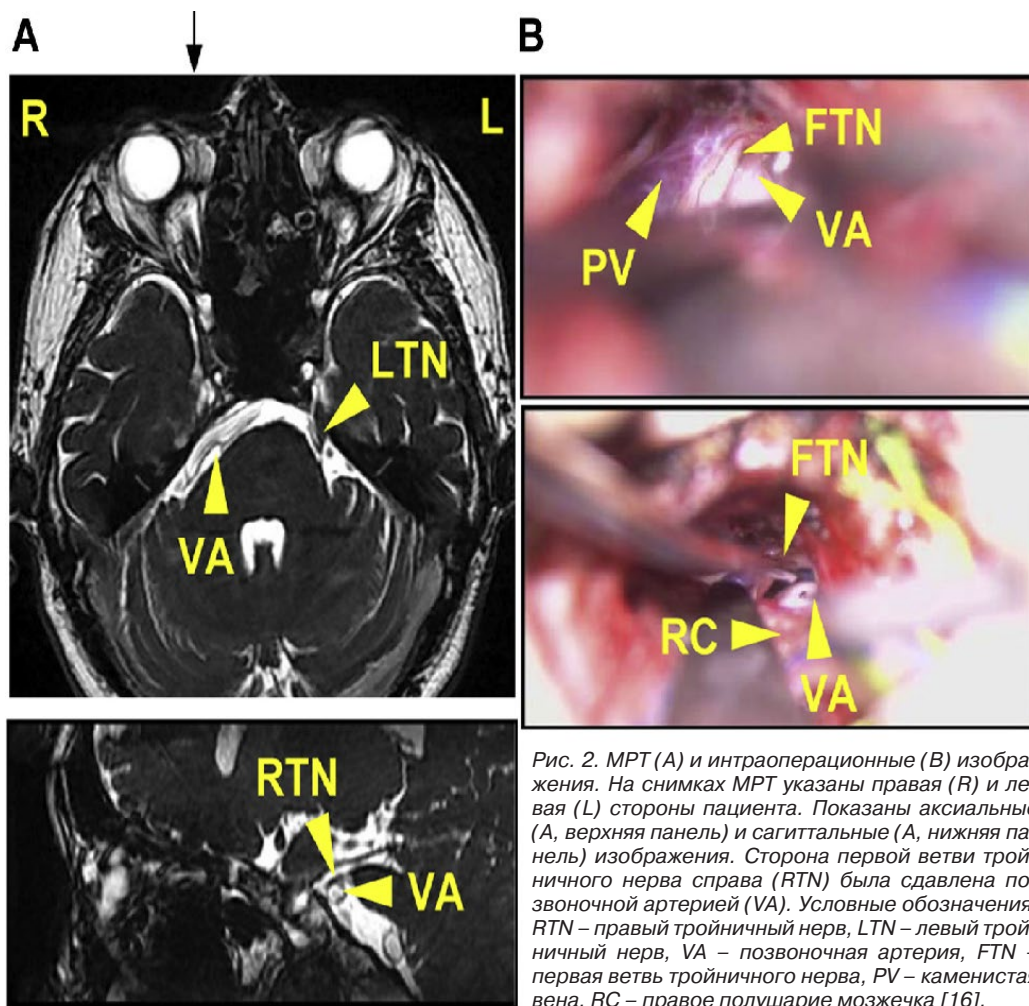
МРТ (А) и интраоперационные (В) изображения. На снимках МРТ указаны правая (R) и левая (L) стороны пациента. Показаны аксиальные (А, верхняя панель) и сагиттальные (А, нижняя панель) изображения. Сторона первой ветви тройничного нерва справа (RTN) была сдавлена позвоночной артерией (VA). Условные обозначения: RTN – правый тройничный нерв, LTN – левый тройничный нерв, VA – позвоночная артерия, FTN – первая ветвь тройничного нерва, PV – каменистая вена, RC – правое полушарие мозжечка [16].
